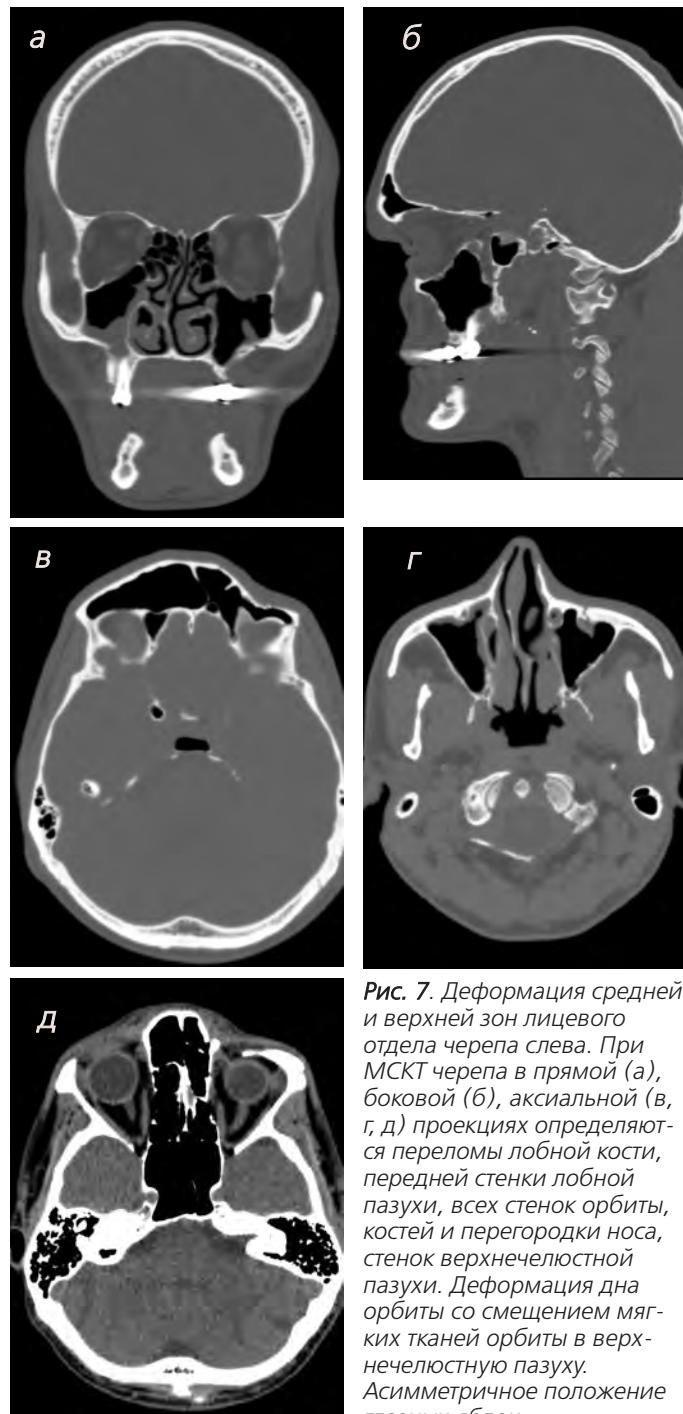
Деформация средней и верхней зон лицевого отдела черепа слева. При МСКТ черепа в прямой (а), боковой (б), аксиальной (в, г, д) проекциях определяются переломы лобной кости, передней стенки лобной пазухи, всех стенок орбиты, костей и перегородки носа, стенок верхнечелюстной пазухи. Деформация дна орбиты со смещением мягких тканей орбиты в верхнечелюстную пазуху. Асимметричное положение глазных яблок
